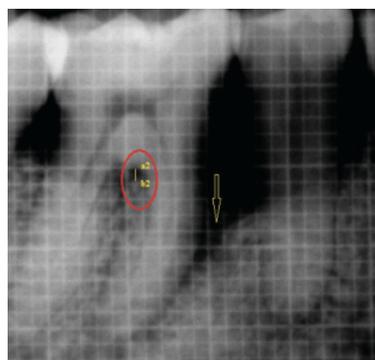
Radiografia de 6 meses de pós-operatório mostrando o preenchimento quase completo do defeito de furca com radiolucência residual vertical <0,5 mm (a2 e b2)
